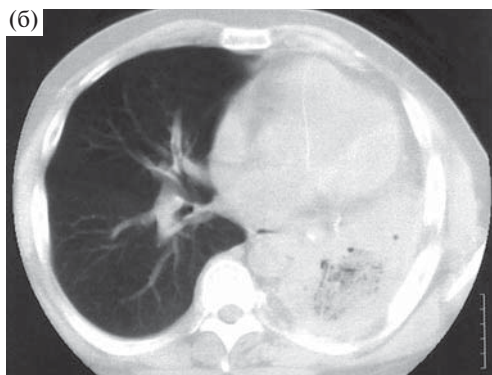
Фиброторакс после атипичной резекции легкого: а – рентгенограмма органов грудной клетки; б – КТ.
